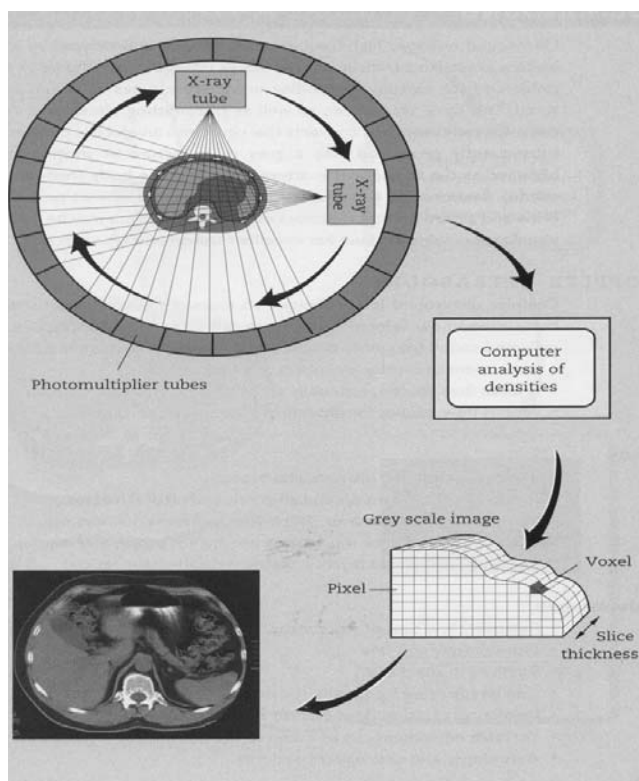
Принцип получения КТ-изображения
